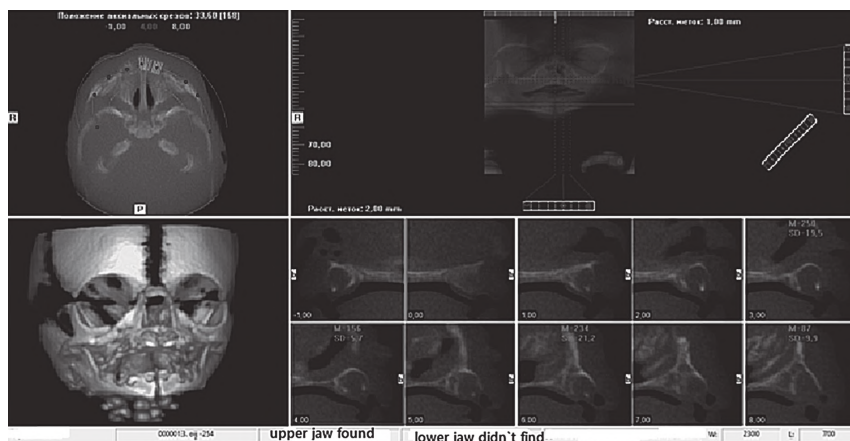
D reconstruction model and CT image of the facial skull of a 310.0 mm PCL fetus.
